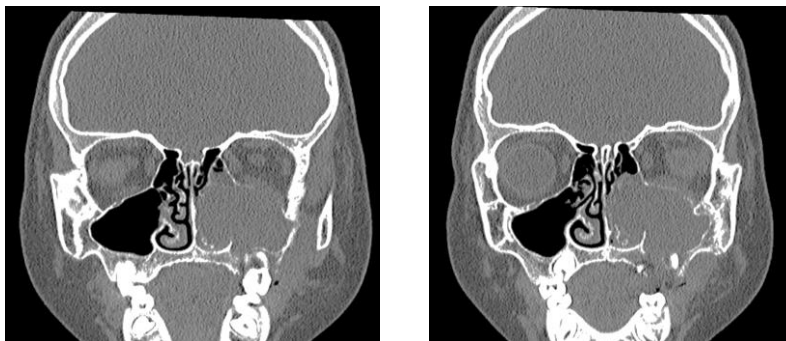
Imagini TC a sarcomului Ewing al sinusului maxilar stâng
